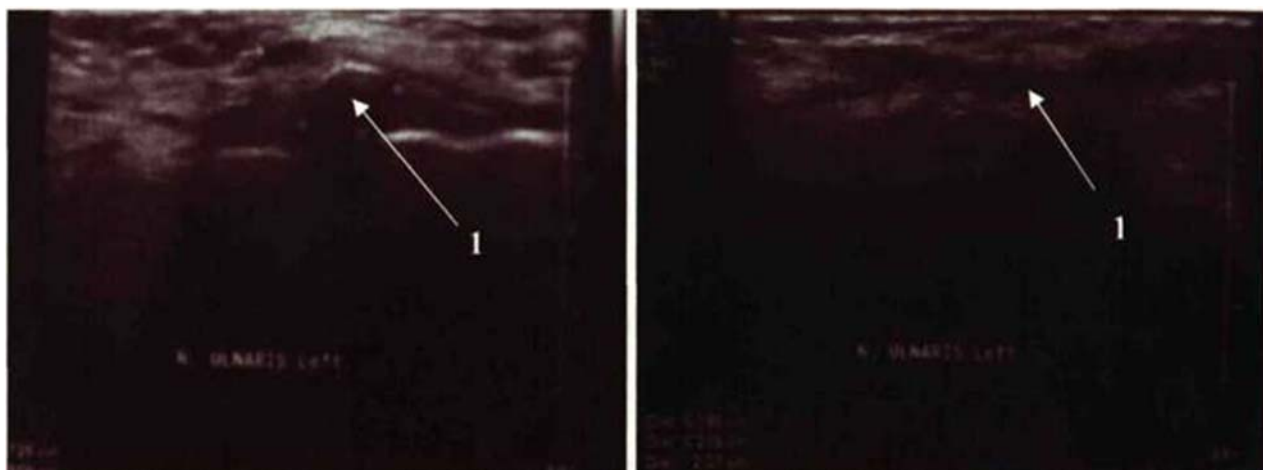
УЗИ левого локтевого нерва в области кубитального канала в дооперационном периоде (поперечный и продольный срезы соответственно):
